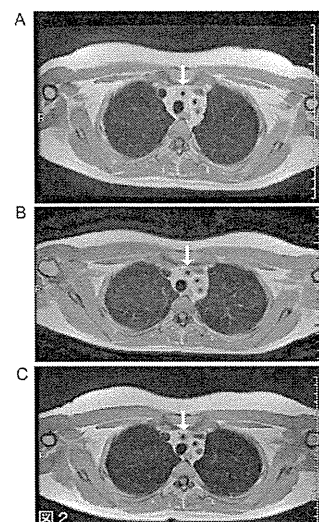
治療前(A)と治療開始して1年後の胸部CT
